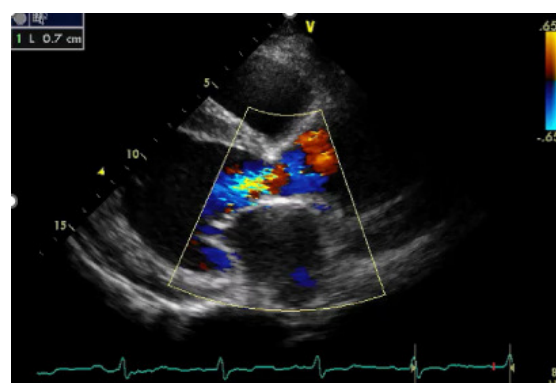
ETT, incidența parasternal ax lung: regurgitare aortică secundară severă
